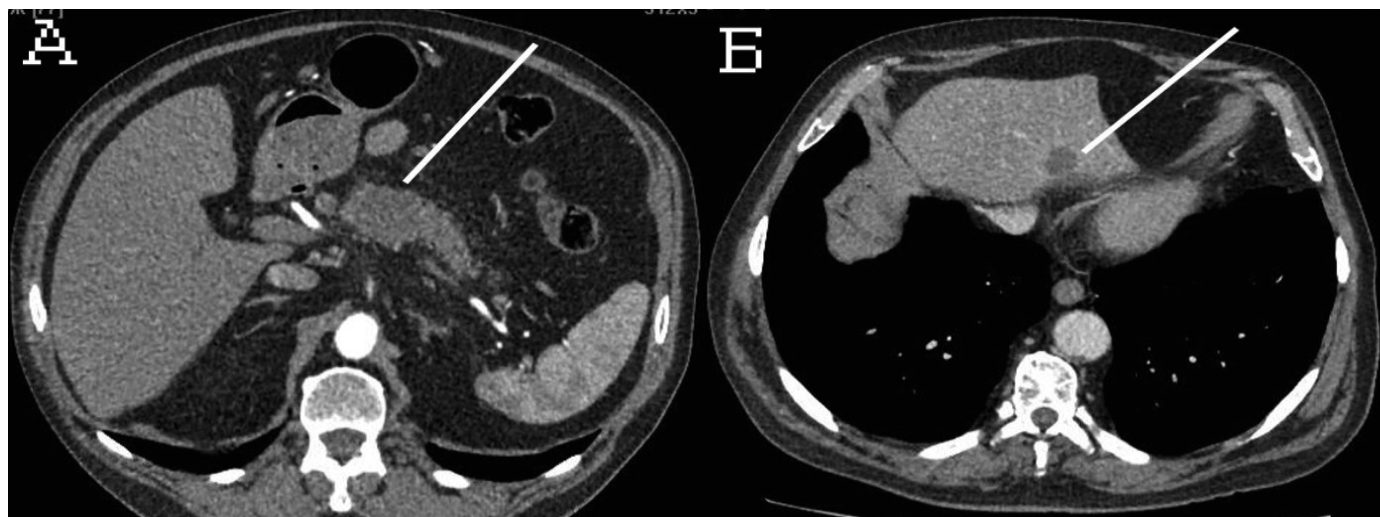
Пацієнт Т., 55 років. Клінічний діагноз: рак тіла ПЗ, Т3N1M1. МСКТ, аксіальні скани (А, Б): А – пухлина, із наявністю метастазів у перипанкреатичних ЛВ та печінці.
